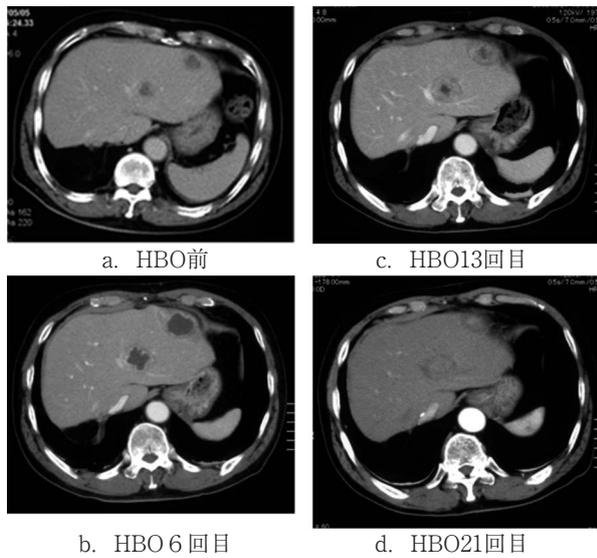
a-d. 抗生剤で軽快しなかった肝膿瘍がHBOの併用で治癒した症例のCT画像所見。
